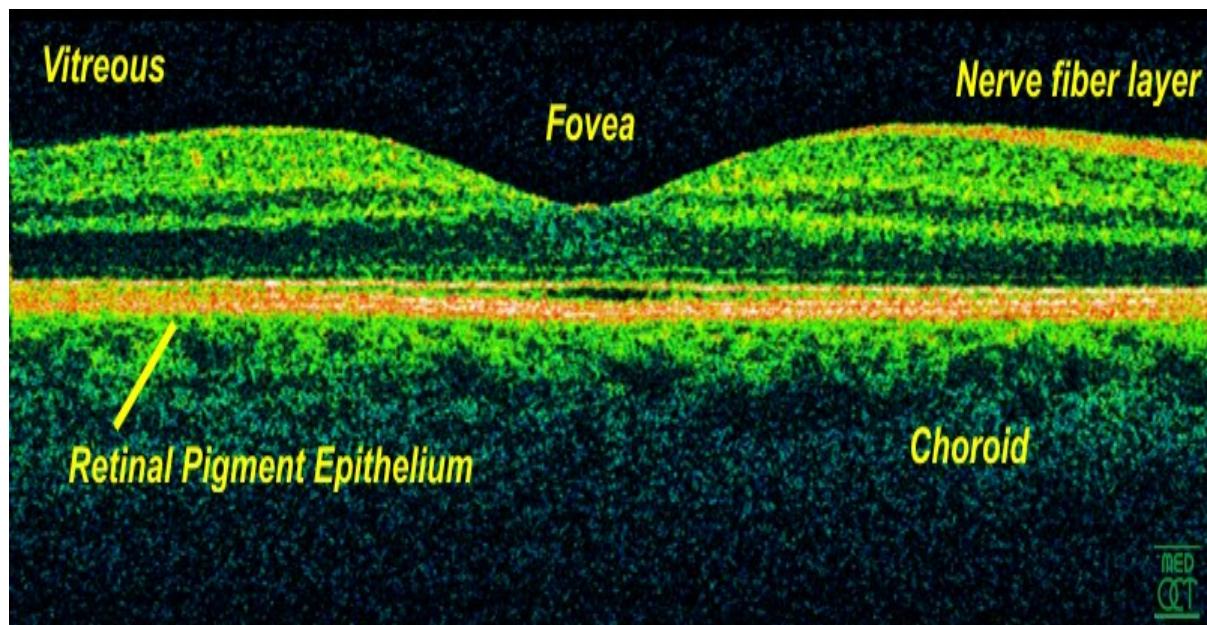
Normales Bild der Netzhaut in der optischen Kohärenztomographie
